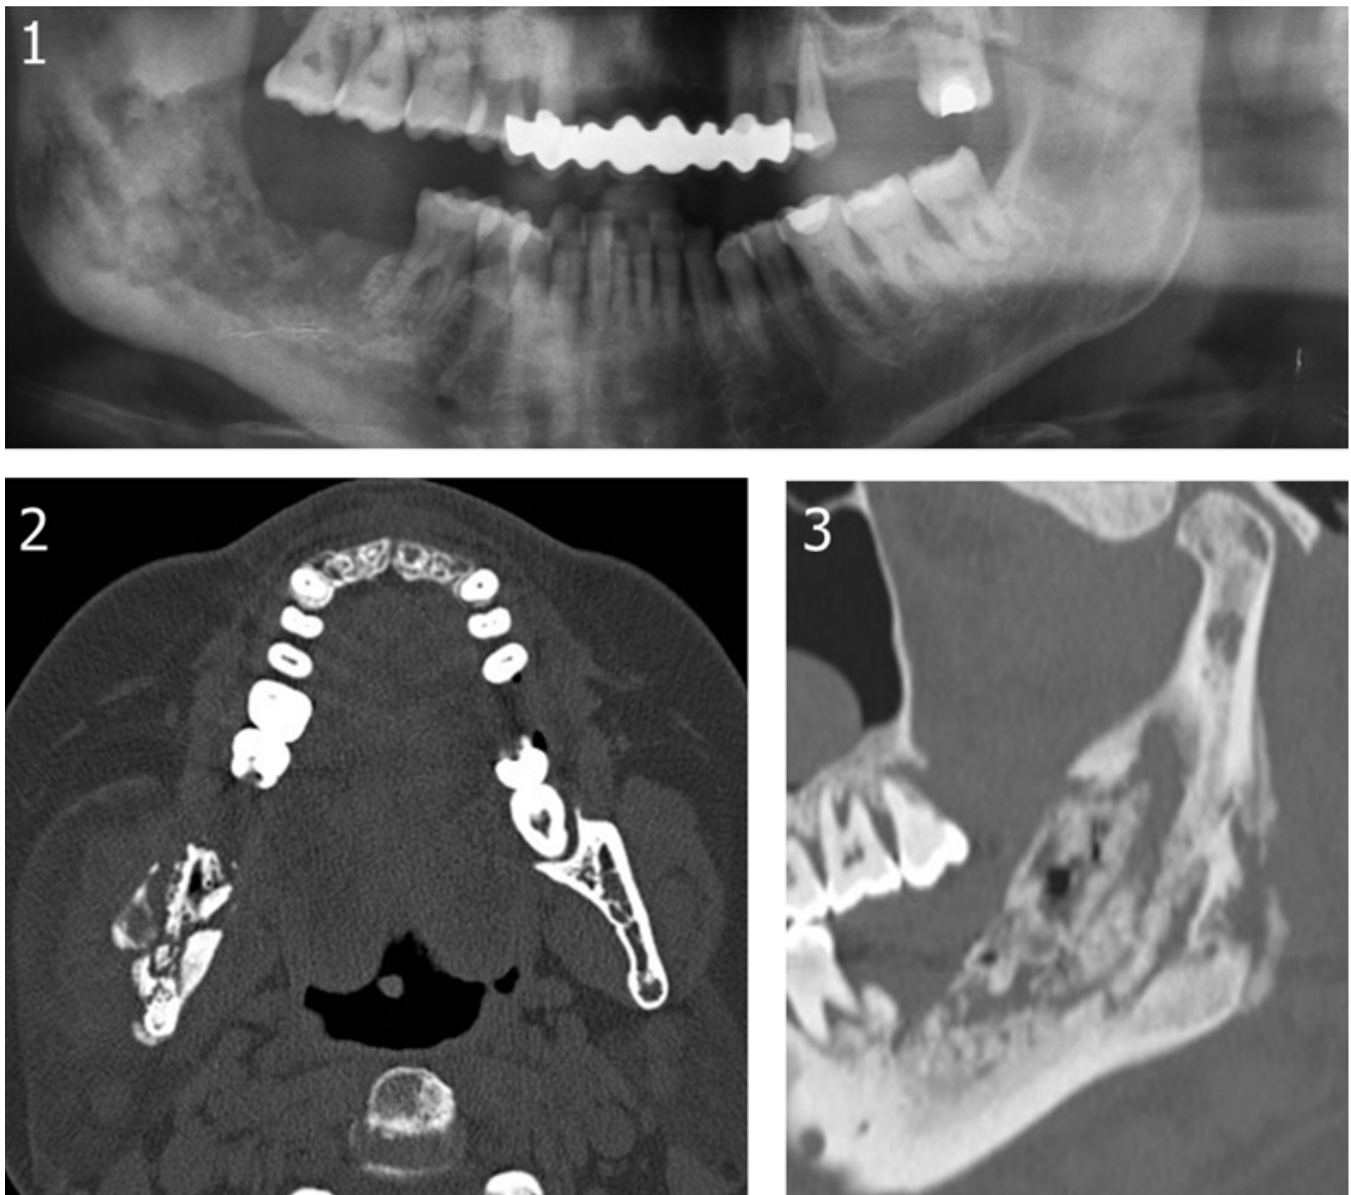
Osteomielitis. Lesión en cuerpo, ángulo y rama mandibular derecha con patrón mixto y sequestro óseo. 1: OPT; 2 y 3: TC (axial y sagital).
